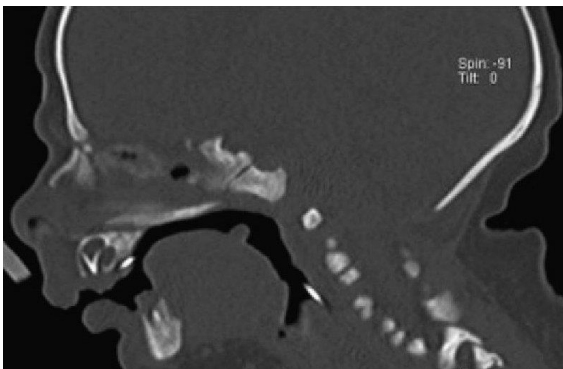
TC de uma criança com SPR. Apesar do recurso a esta técnica, a glossoptose mantém-se.- in Scott A R, Tibesar R J and Sidman J D 2012 *Pierre Robin Sequence. Evaluation, Management, Indications for Surgery, and Pitfalls Otolaryngol. Clin. North Am.* 45 695–710
